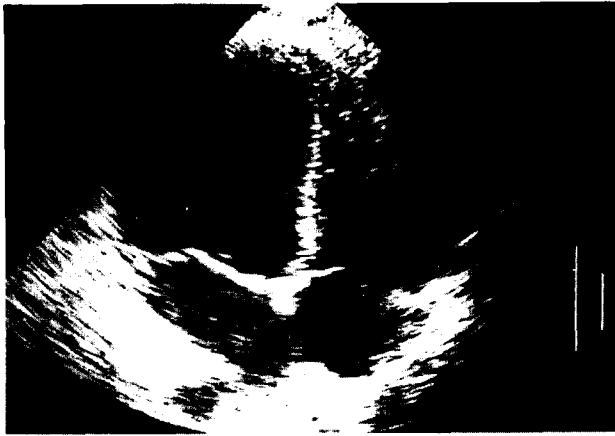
postoperative echocardiogram (four chamber view)
